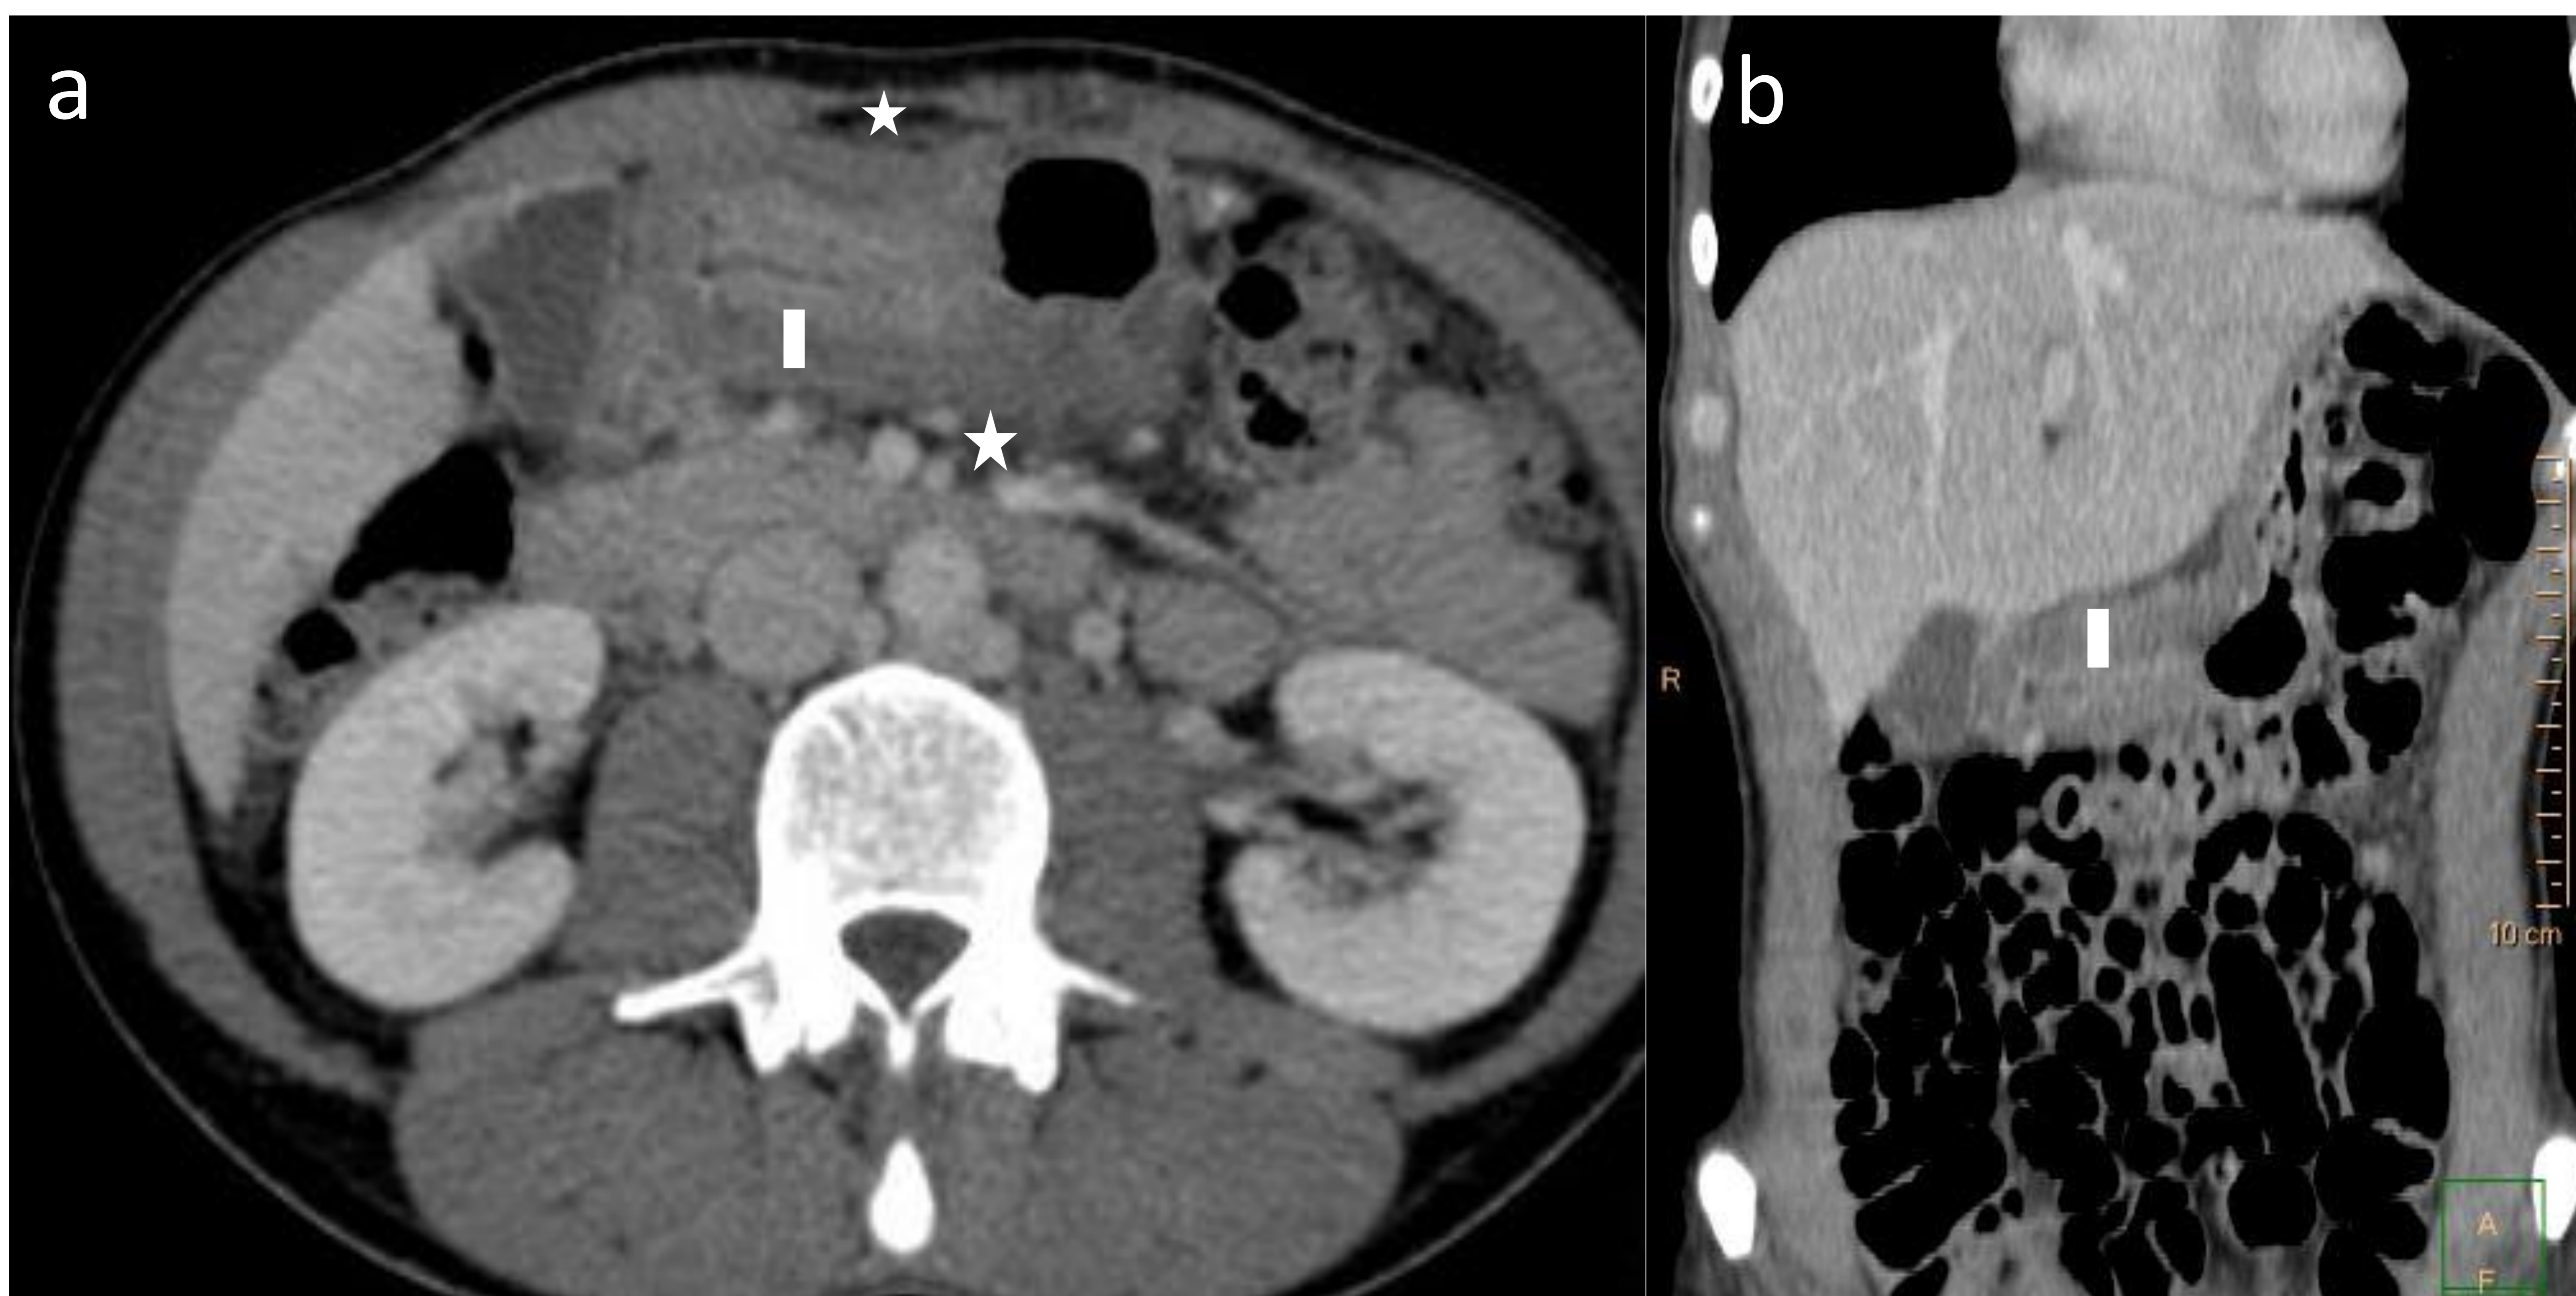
TC abdominopélvica con contraste intravenoso en fase venosa en mujer 54 años. a) corte axial a nivel del estómago y b) corte coronal que muestran engrosamiento mural con edema de la submucosa del antro gástrico (LÍNEA BLANCA) con estriación de la grasa perigástrica. Además existía líquido libre intraabdominal a nivel de la pelvis, no mostrado.
